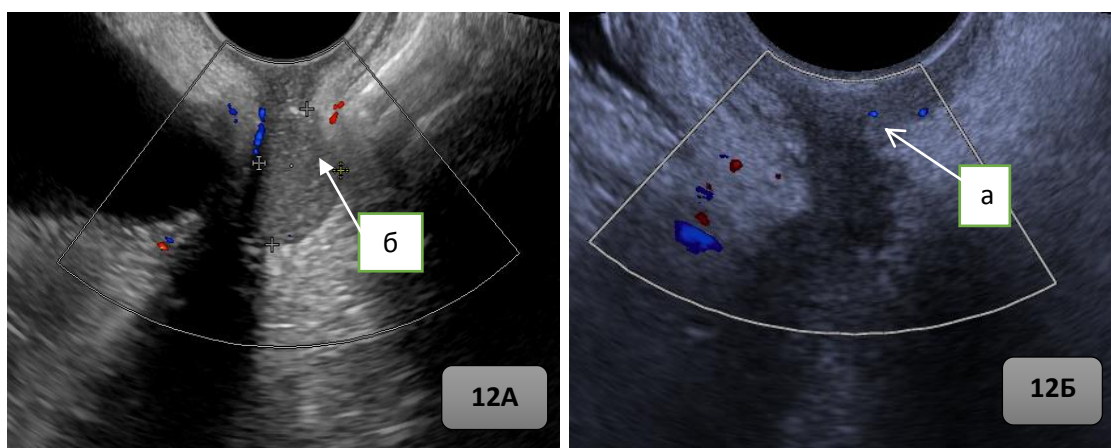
Рисунок 12А и 12Б – Ультразвуковая томограмма неизменной культи влагалища и кисты с густым содержимым в куполе культи влагалища: а) аваскулярное объемное образование в куполе культи влагалища; б) единичные сосудистые локусы в стенке культи влагалища.
